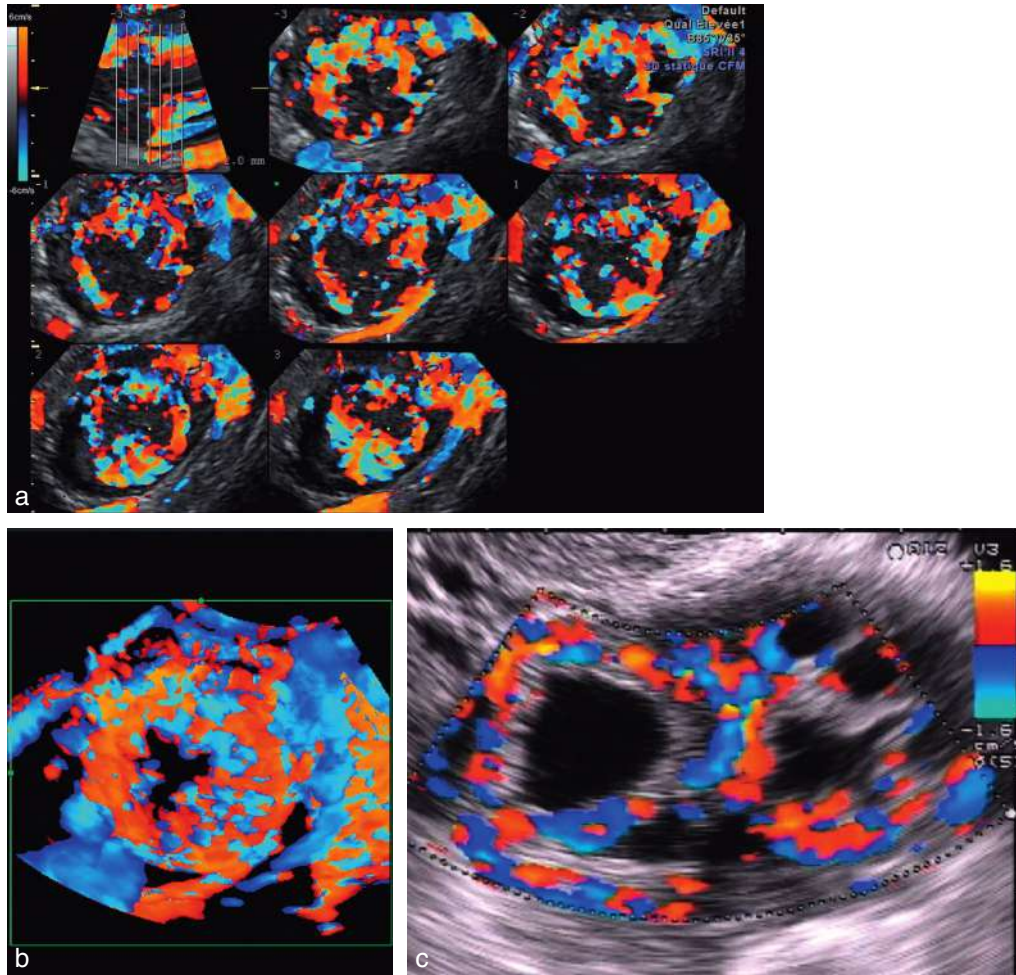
Corps jaune : aspect de la vascularisation de la thèque interne en Doppler. a. Mode TUI. b. Doppler en mode surfacique : aspect sphérique de la néovascularisation avec zone stellaire centrale. c. Double corps jaune sur le même ovaire, grossesse induite par clomifène.
